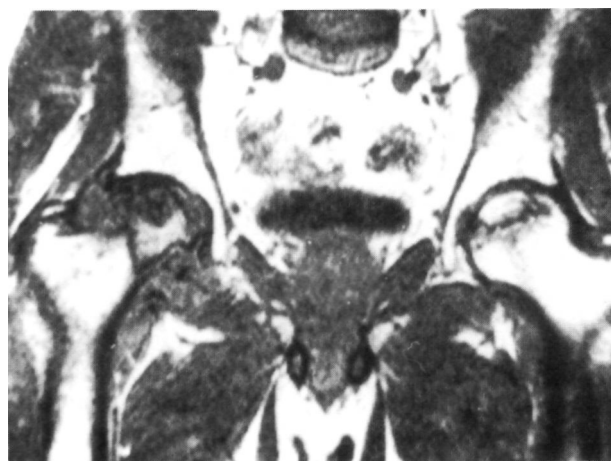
Imagen de RM, corte coronal potenciado en T1, en paciente diagnosticado de NICF bilateral: derecha, en fase avanzada; izquierda, más incipiente. Nótese la característica imagen de «doble línea».
